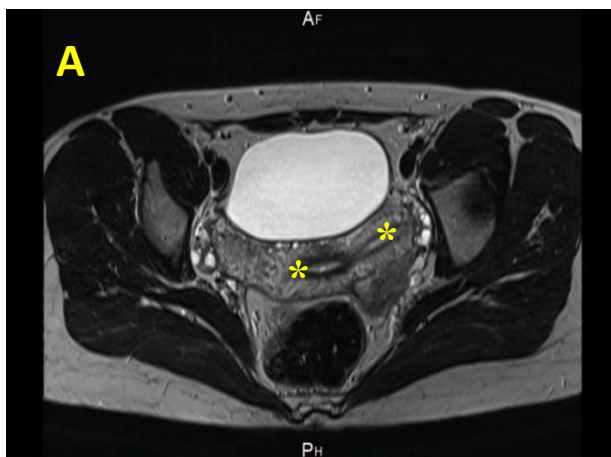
Uter bicorporal parțial, clasa U3aC0. IRM T2 efectuată în plan axial (A) și coronal (B) arată două cavități uterine (*) cu un singur col uterin (→).
